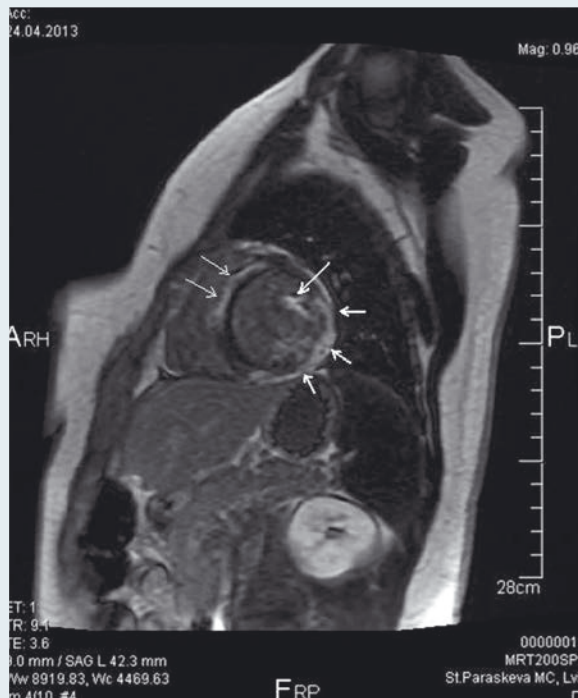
МРТ з контрастуванням гадолінієм (препарат «Омніскан»). Вогнища фіброзу міокарда папілярного м'яза (одна стрілка), базальної частини МШП (дві стрілки), задньобічної стінки ЛШ (три короткі стрілки)
